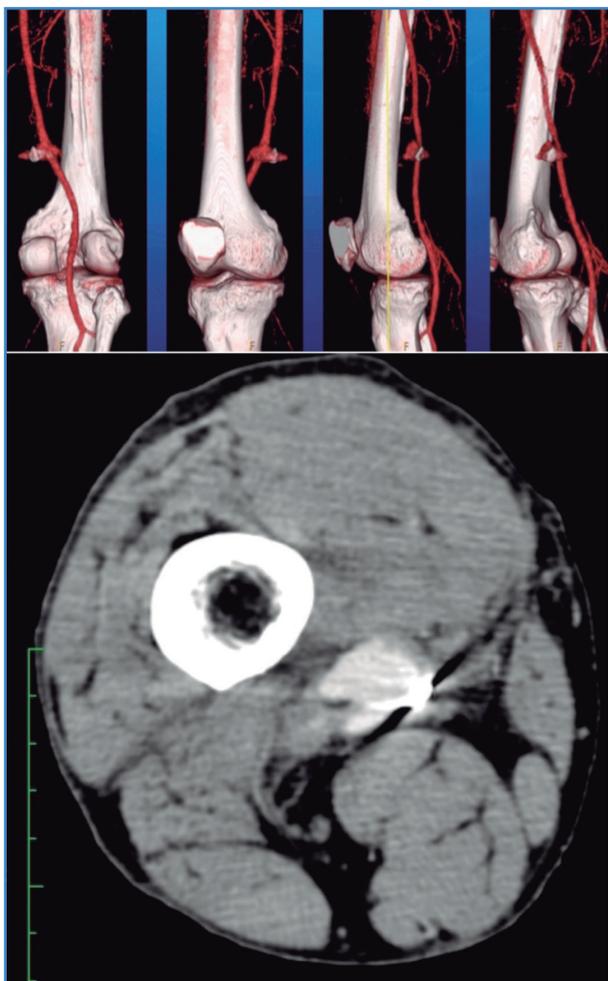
Angio-TC de muslo derecho.
